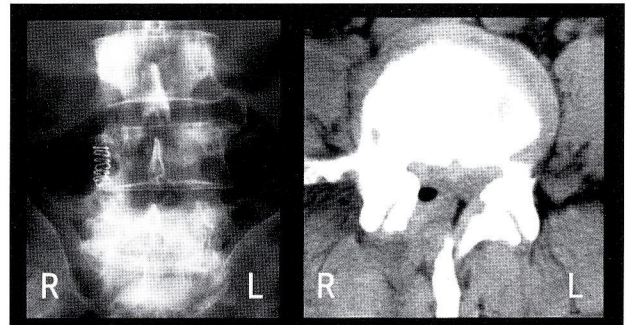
Postoperative radiograph (left) and CT scan (right) of patient 2 demonstrated adequate decompression of right L4 lamina and well preservation of right L4/5 facet joint.
